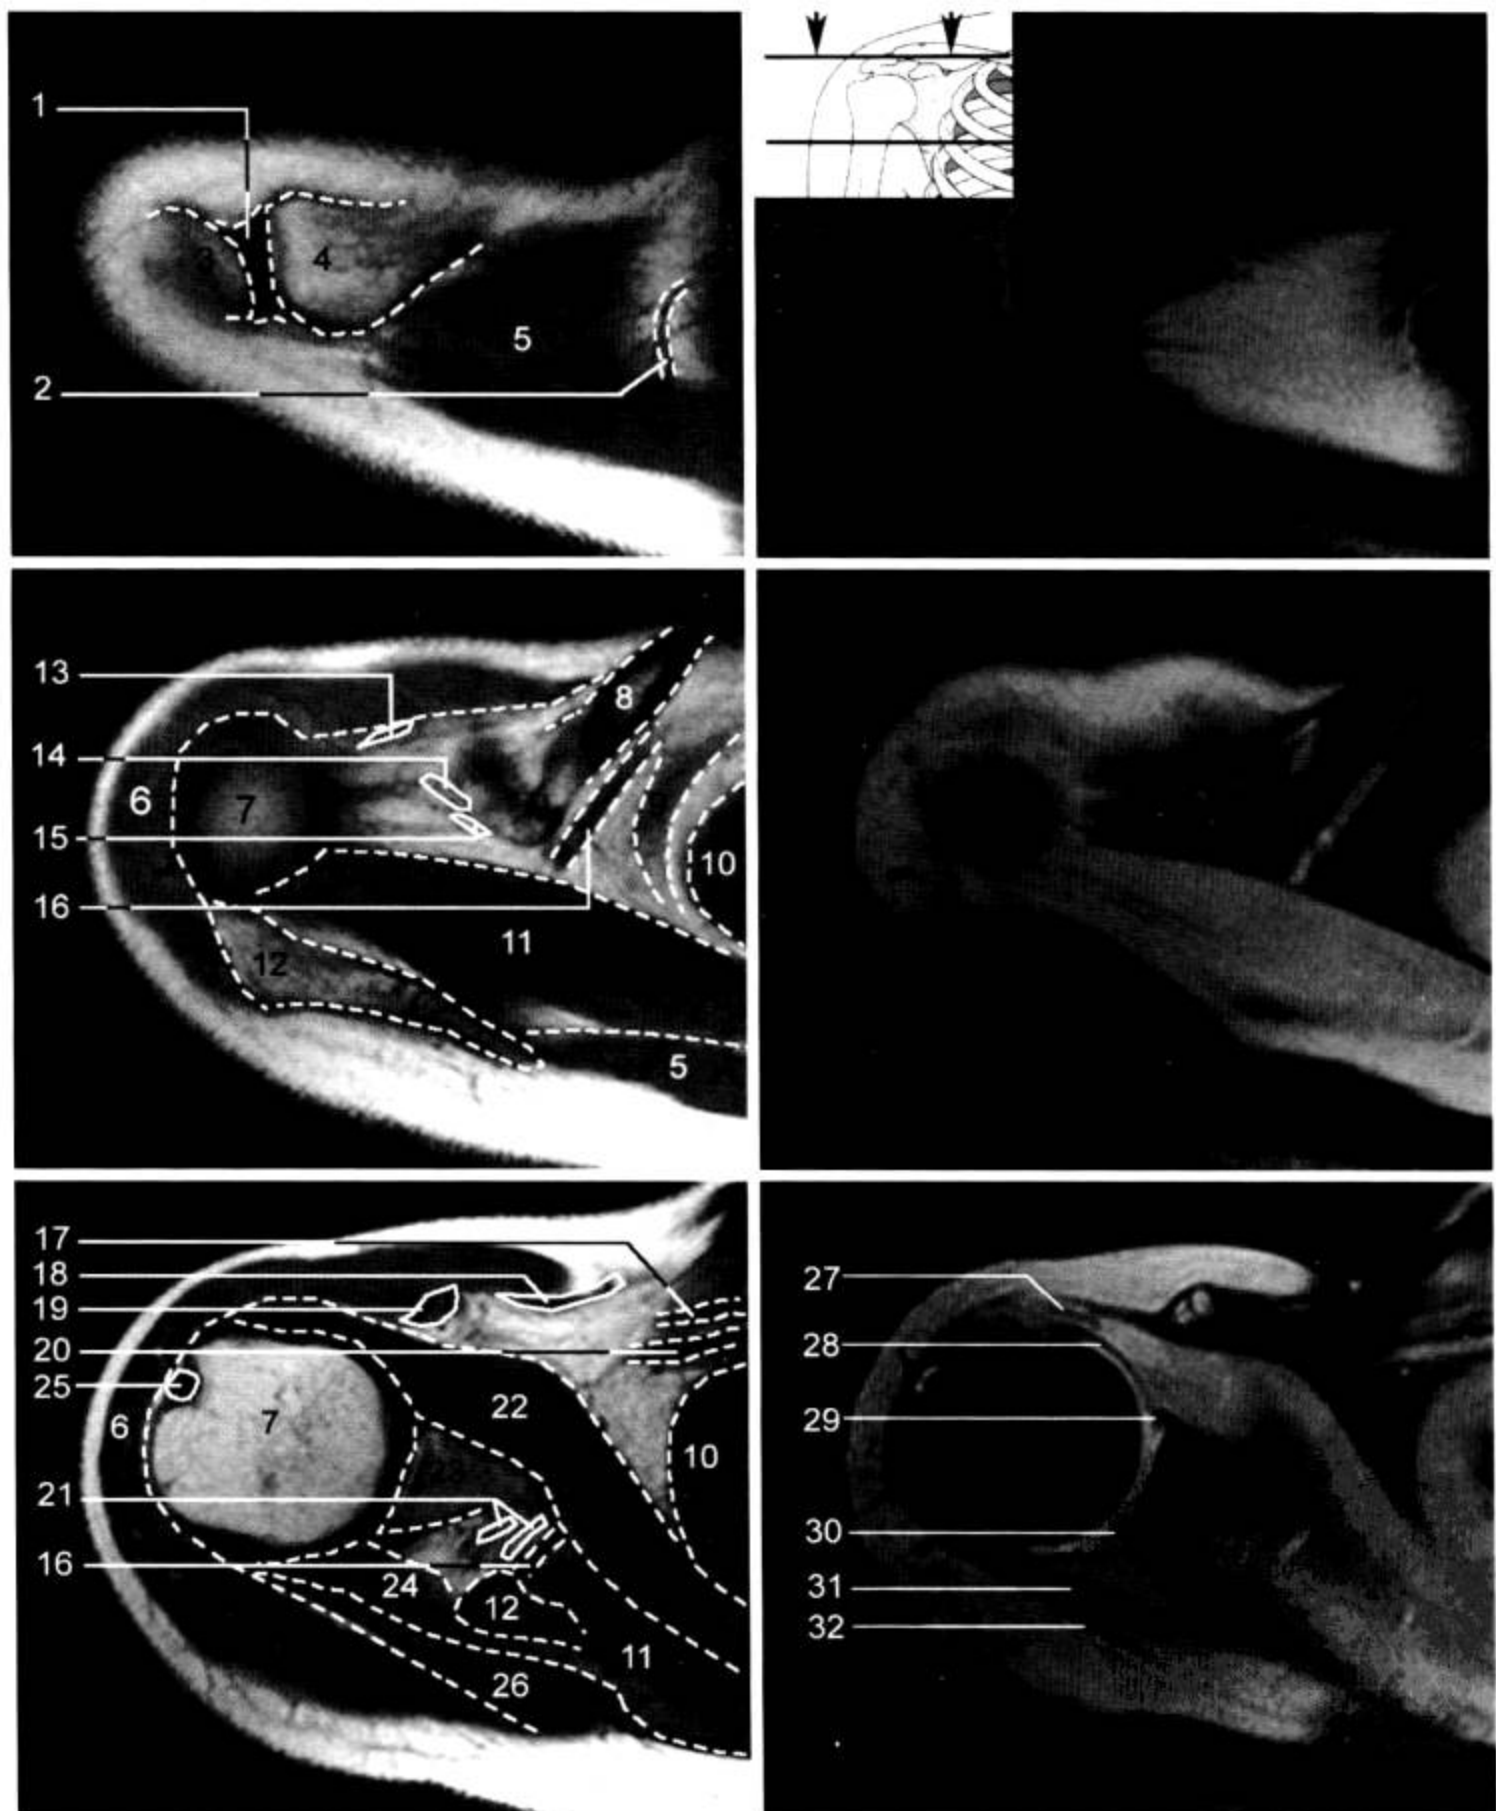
肩关节 MRI 横断面 (T<sub>1</sub>WI, FS-T<sub>2</sub>WI)
